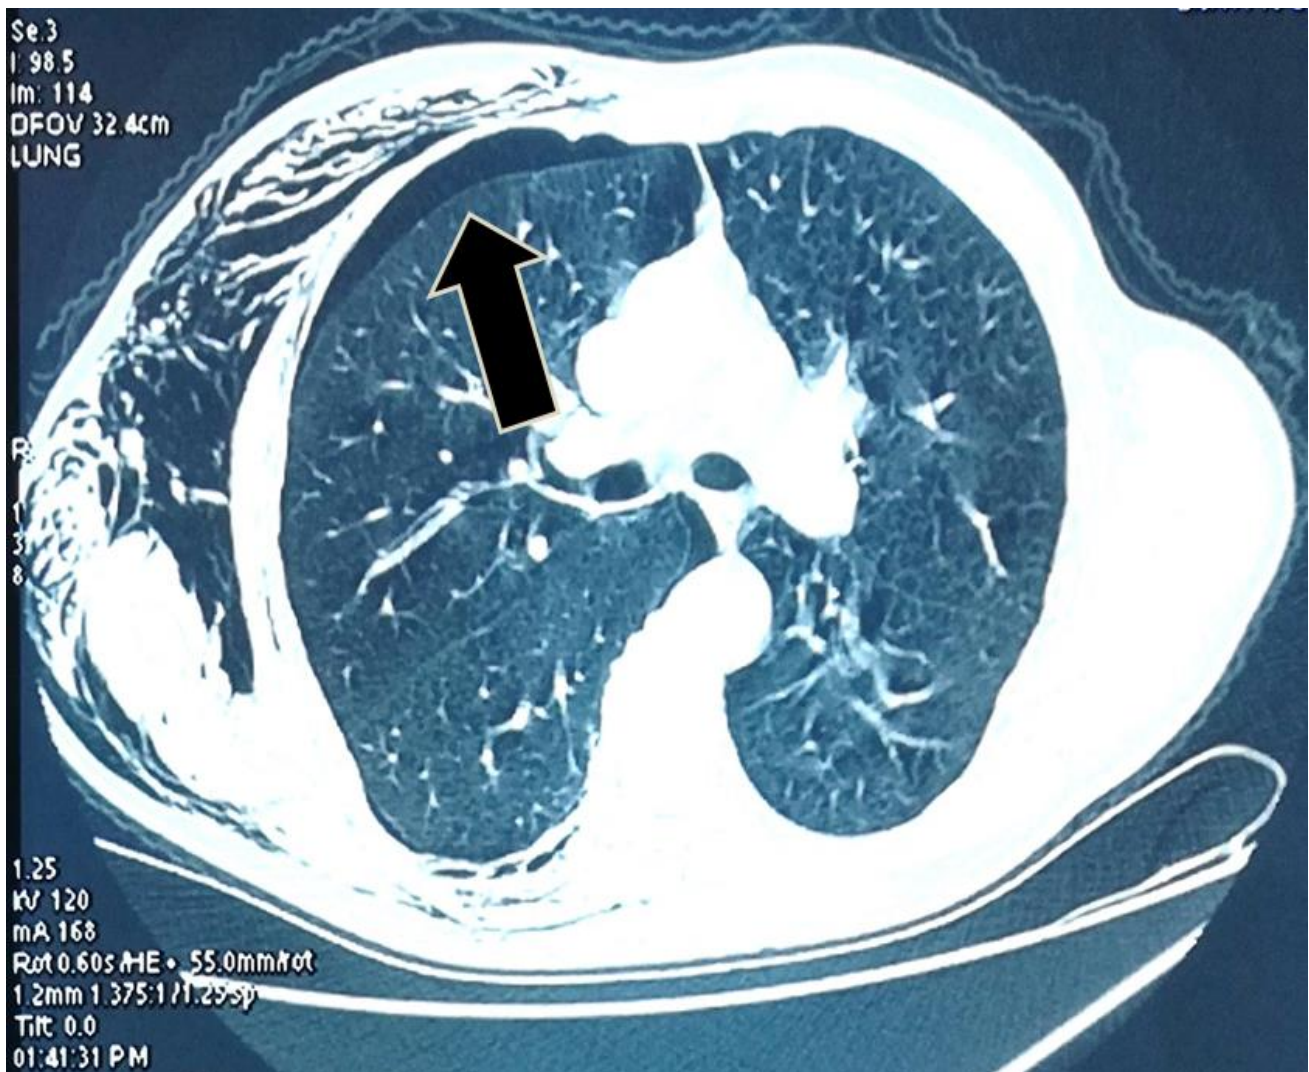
coupe axiale d'une TDM thoracique montrant un pneumothorax occulte antérieur droit. (service de chirurgie thoracique de l'HMMI)
